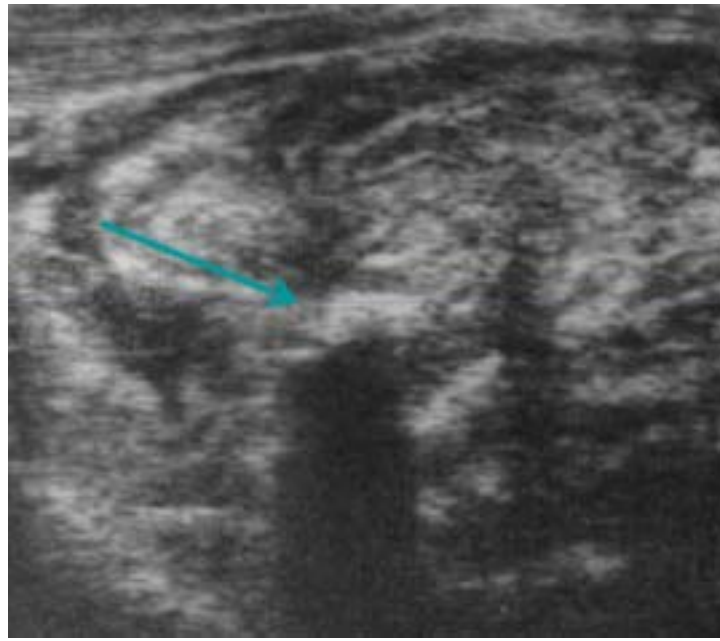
Image échographique d'un stercolithe et d'une masse hétérogène avec agglutination des anses [45]
